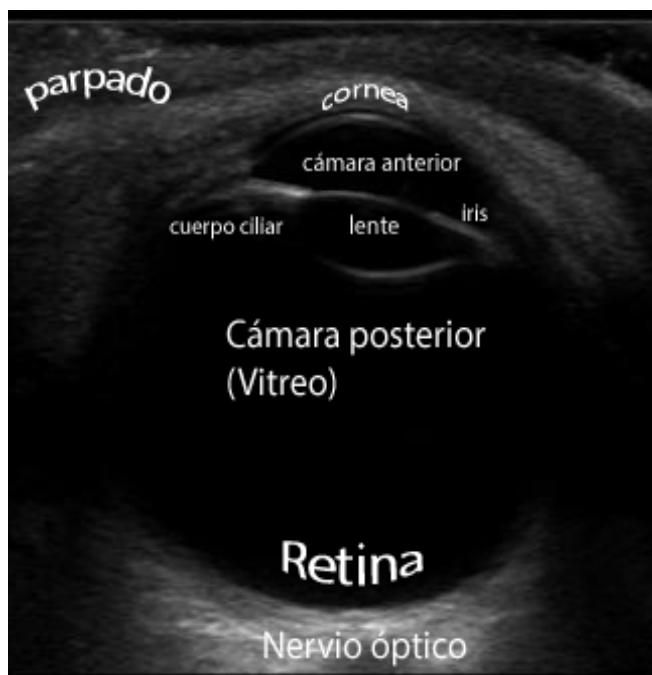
Correlación entre anatomía ocular y ecografía.
